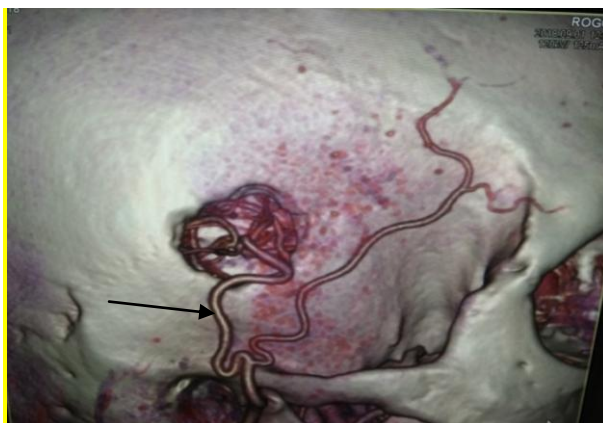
Мультиспиральная 3-D КТ-ангиограмма ЭИКМА справа пациента С. через 2 лет после операции. Визуализируется функционирующий анастомоз между правой поверхностной височной артерией и сегментом М-4 правой СМА (стрелка)
